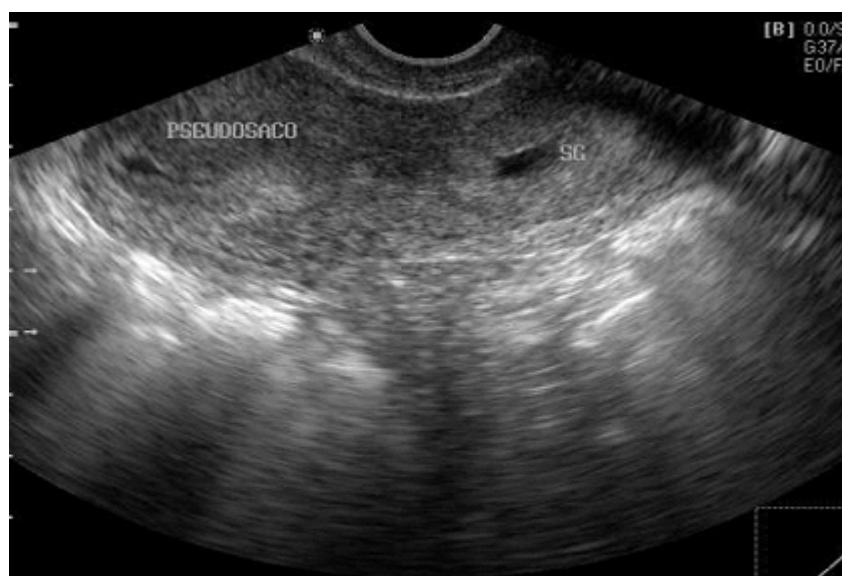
Ecografía transvaginal, corte sagital, obsérvese la presencia de pseudosaco gestacional.
